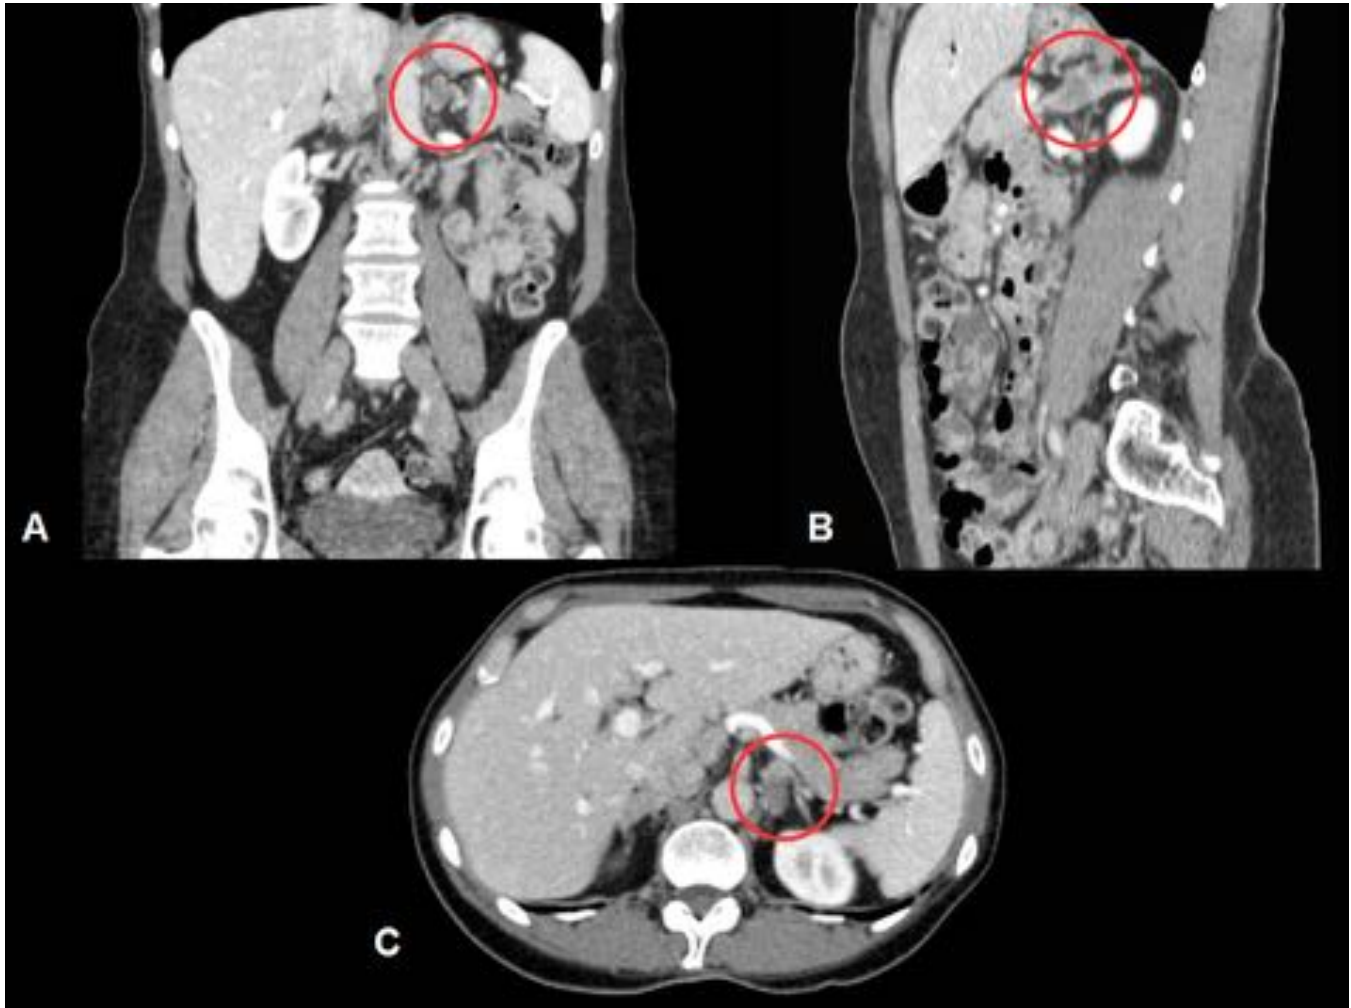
TC abdominal con contraste IV (fase portal); reconstrucción coronal (A), reconstrucción sagital (B) y corte axial (C). Se aprecia un nódulo en la glándula suprarrenal izquierda (círculo rojo) de predominio hipodenso y bordes parcialmente definidos. Dado los antecedentes clínicos del paciente (carcinoma de tiroides estadio IV) se consideró como lesión metastásica.
